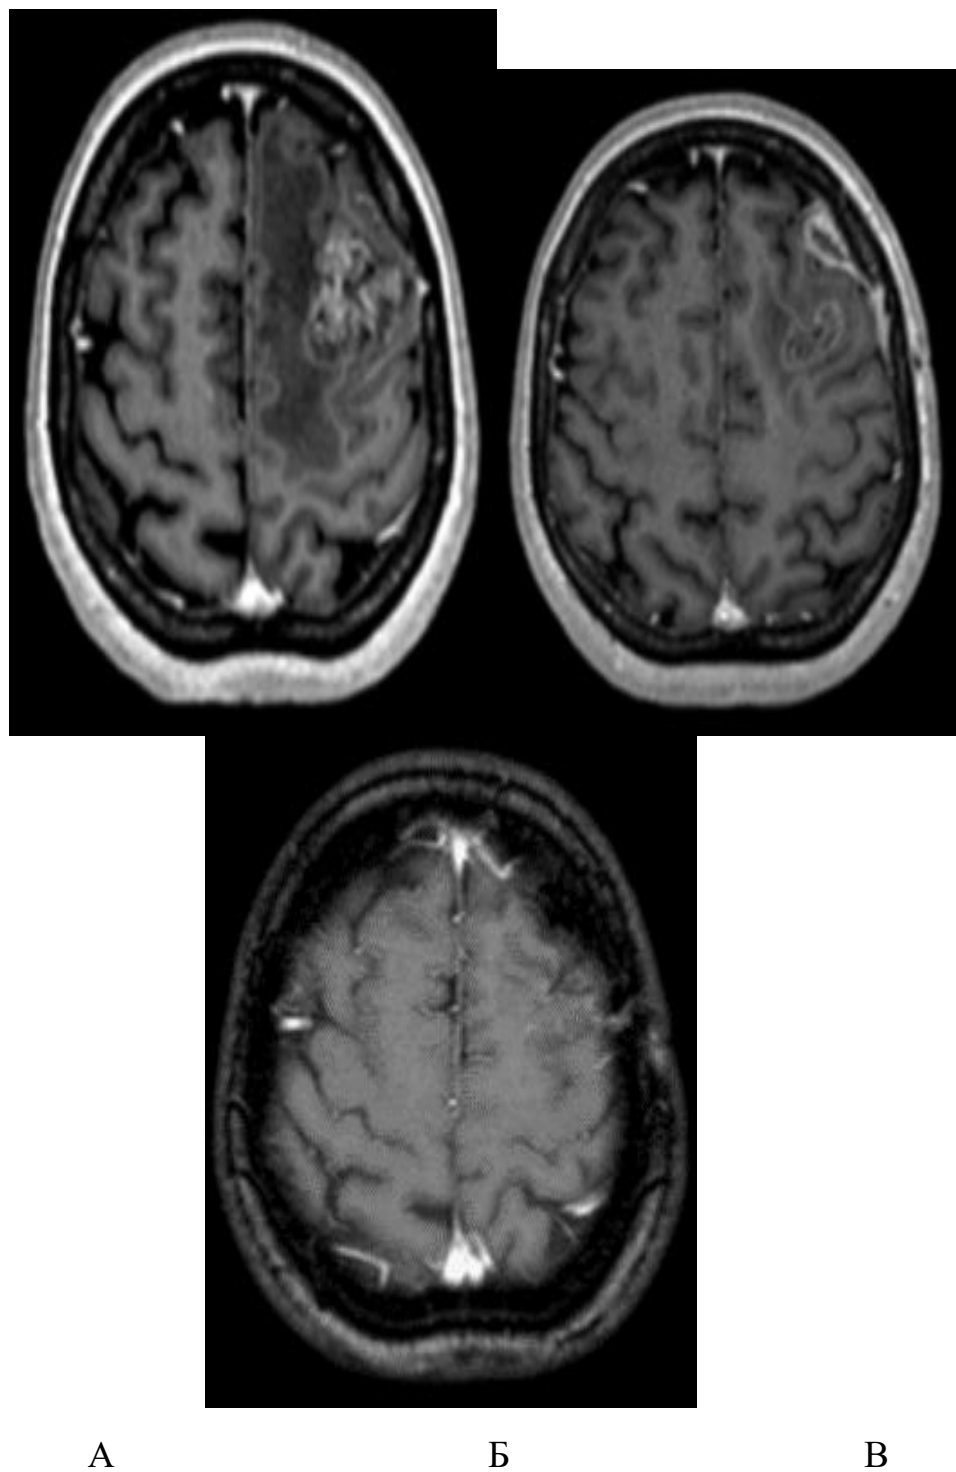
Л. Жінка 62 років. ГБМ лобної ділянки ліворуч. Проведена передопераційна СРХ на ГБМ в лівій задньо-лобній ділянці. (А) МРТ до СРХ. (Б) Проведена СРХ і хірургічна операція. МРТ після операції невеликі ділянки п/о змін. (В) Через 13 місяців змін в області операції не виявлено. Даних за рецидив немає. Стан пацієнтки задовільний. Безрецидивний період 26 місяців.
